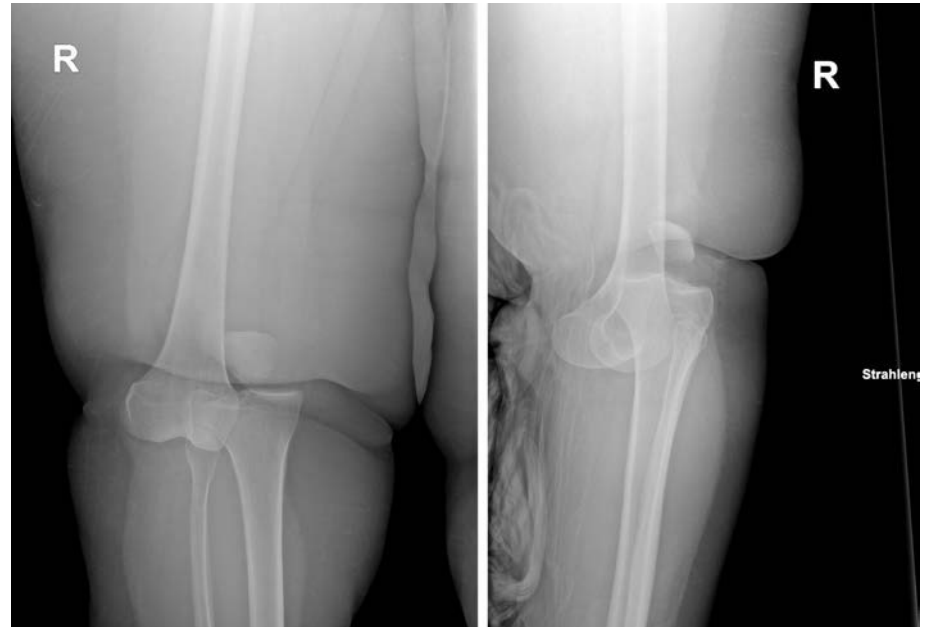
Röntgenbild einer anterolateralen Knieluxation bei einem „Ultra low energy“-Trauma; links die a.p. Aufnahme, rechts die sagittale Aufnahme
